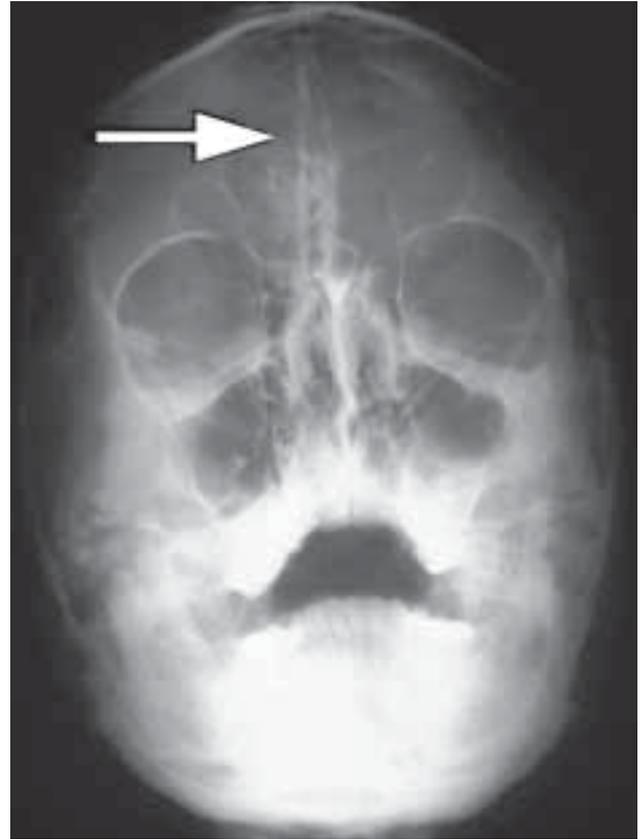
Röntgen-Nasennebenhöhlen-Aufnahme einer 15-jährigen (!) Patientin: multiple Verkalkungen der Falx cerebri bei Gorlin-Goltz-Syndrom (Pfeil).
